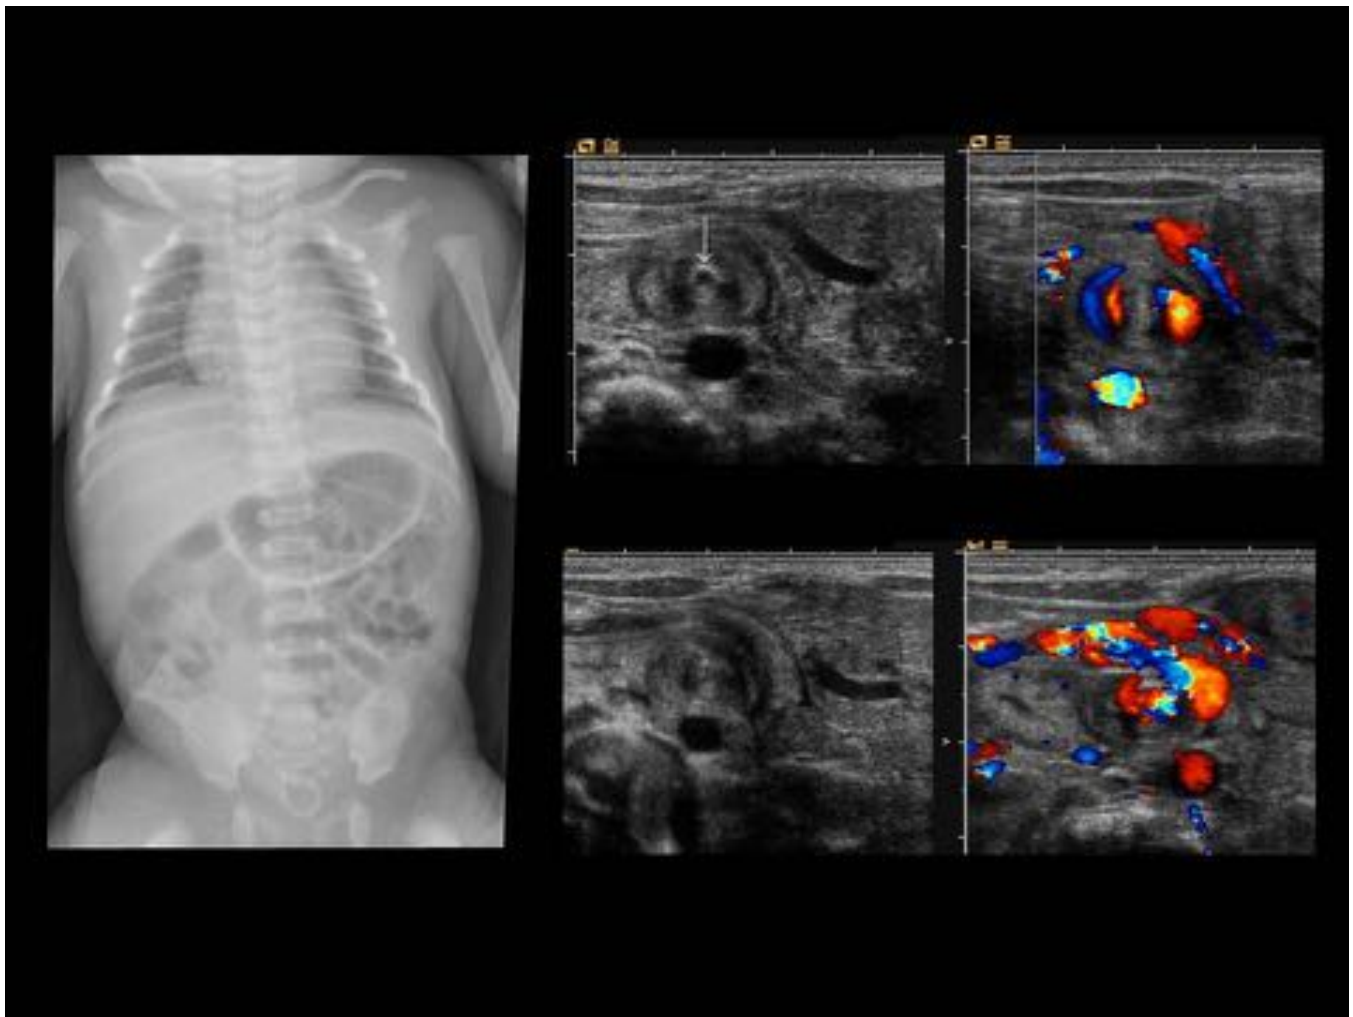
MALROTACIÓN Y VÓLVULO DE INTESTINO MEDIO. RNT de 3 semanas. Distensión abdominal, decaimiento y regurgitación en todas las tomas. Radiografía con dilatación gástrica y leve parcheada de las asas intestinales, con distribución irregular, sin gas distal. Ecografía y Doppler transversal del epigastrio con pseudomasa constituida por asas y ramas vasculares girando alrededor de la AMS (flecha), como eje del signo del “remolino”, patognomónico de vólvulo de i. medio e indicación quirúrgica urgente.
